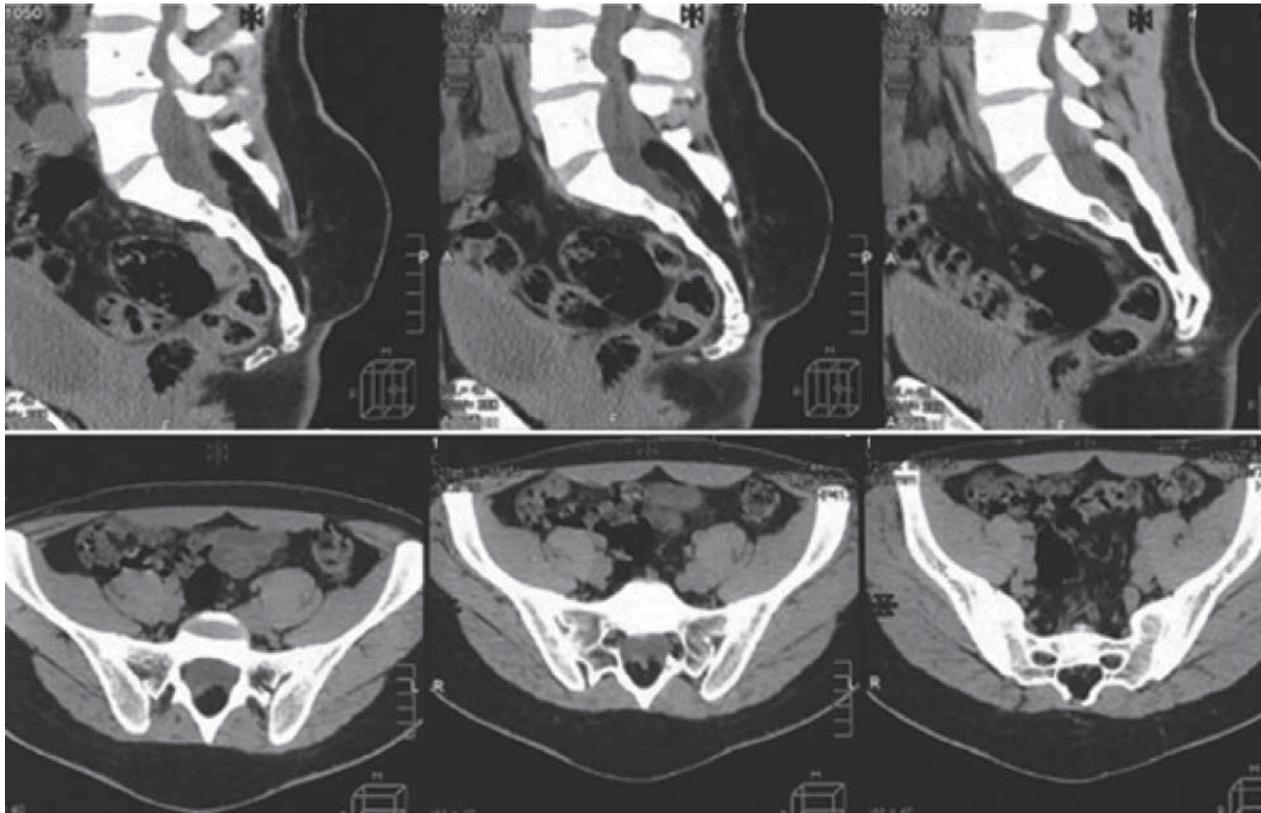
КТ. Натягнутий та фіксований на ліпомі спинний мозок на рівні S1
